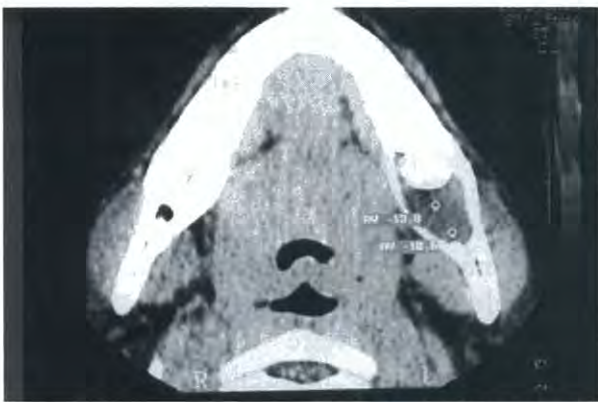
Aspectos da lesão na Tomografia Computarizada, com mensuração em UH do conteúdo interno
